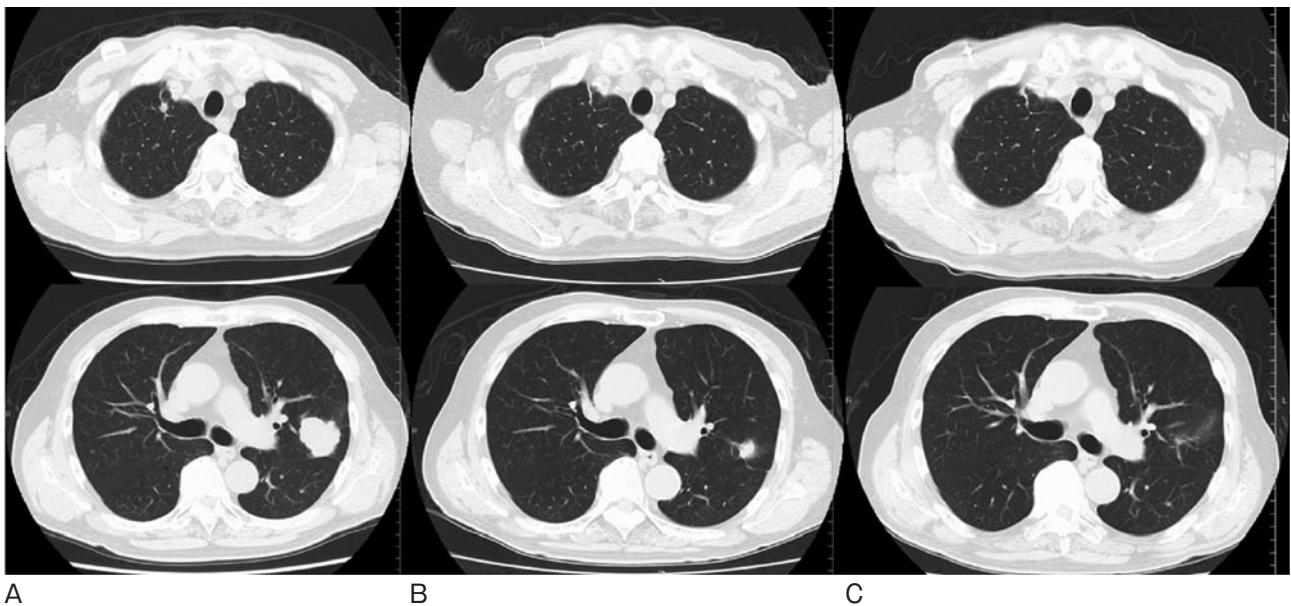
胸部CTでの原発巣および肺内転移の経過。(A) ニボルマブ開始前。左上葉に分葉状の腫瘤を認める。右肺尖部には索状影に連続する結節状陰影を認める。(B) 11コース後。左上葉の腫瘤、右肺尖部の結節はともに縮小している。(C) 休薬10ヶ月後。休薬後も増大することなく経過している。
